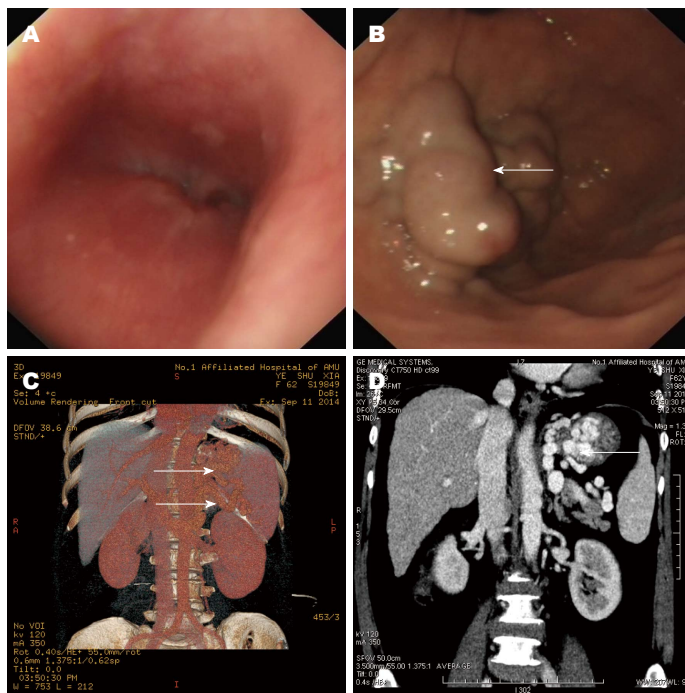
孤立型胃底静脉曲张IGV型内镜下和CTA表现. A: 内镜下食管贲门未见曲张静脉; B: 内镜下胃底巨大静脉曲张; C: 三维重建图像. 上方白色箭头表示曲张胃底静脉, 下方白色箭头表示胃底曲张静脉与肾静脉之间形成分流道; D: 三维重建图像. 白色箭头表示胃底曲张静脉. CTA: CT血管造影成像.
